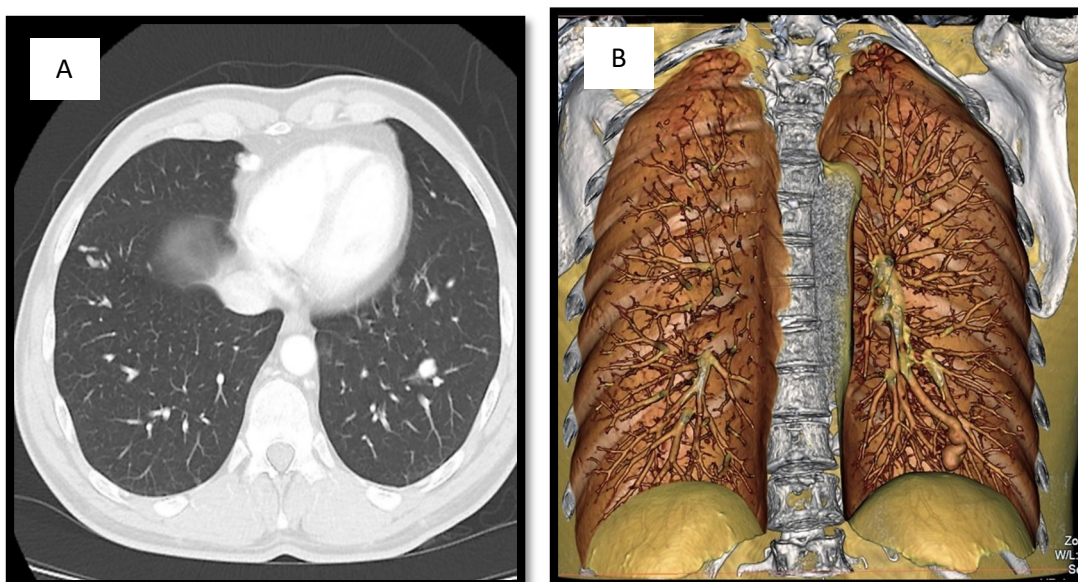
Afectación pulmonar del paciente F4-1. A: Corte axial angio-TC, B: Angio-TC corte Coronal en reconstrucción.
